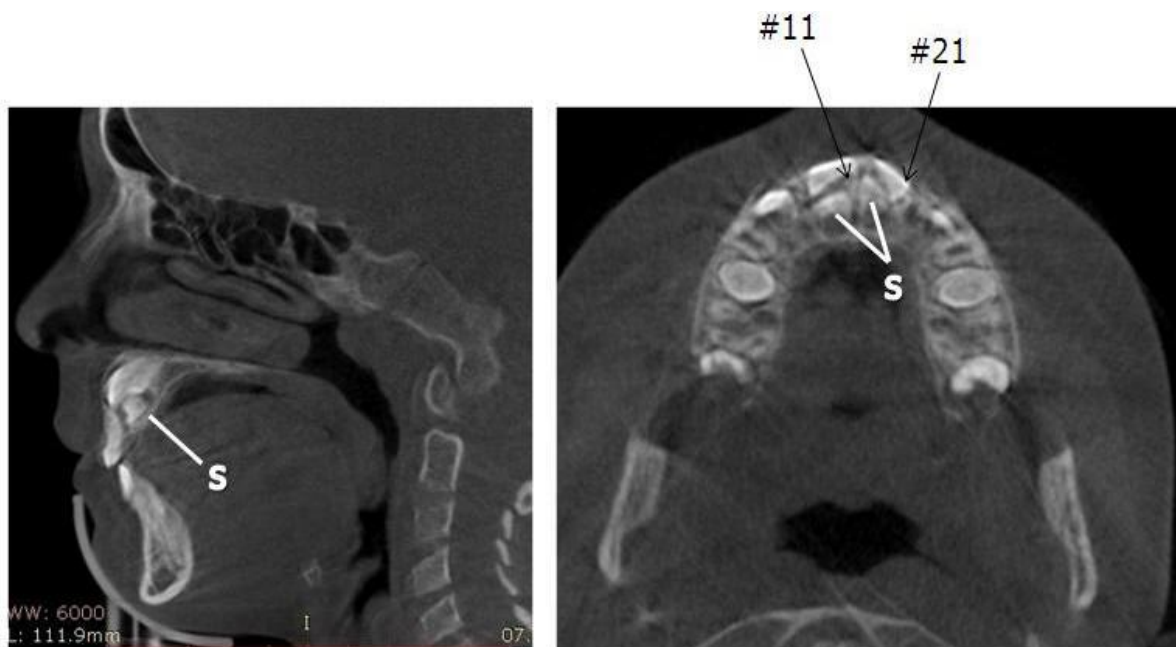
КТ пацієнта С., 8 років. 8 років, карта обстеження 3/10. Візуалізуються ретенувані зуби 11, 21, надкомплектні зуби (S).
